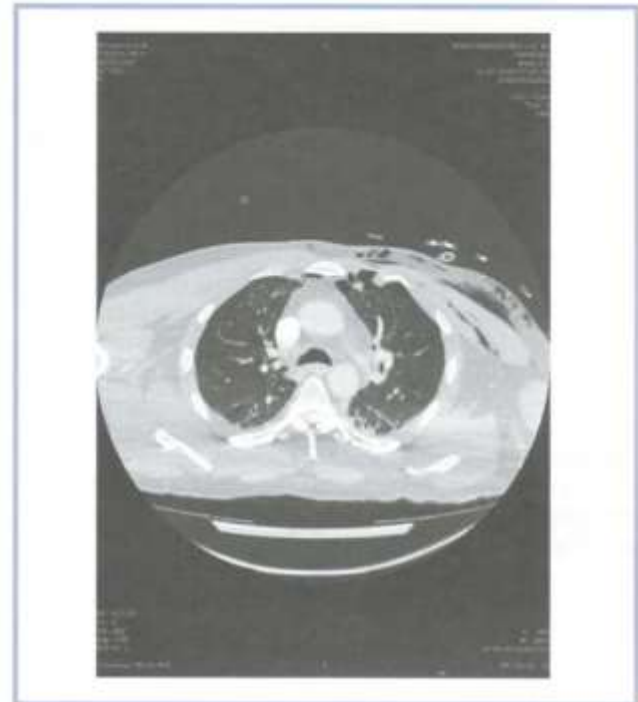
Компьютерная томограмма органов грудной клетки. Аксиальный срез, легочный режим.
